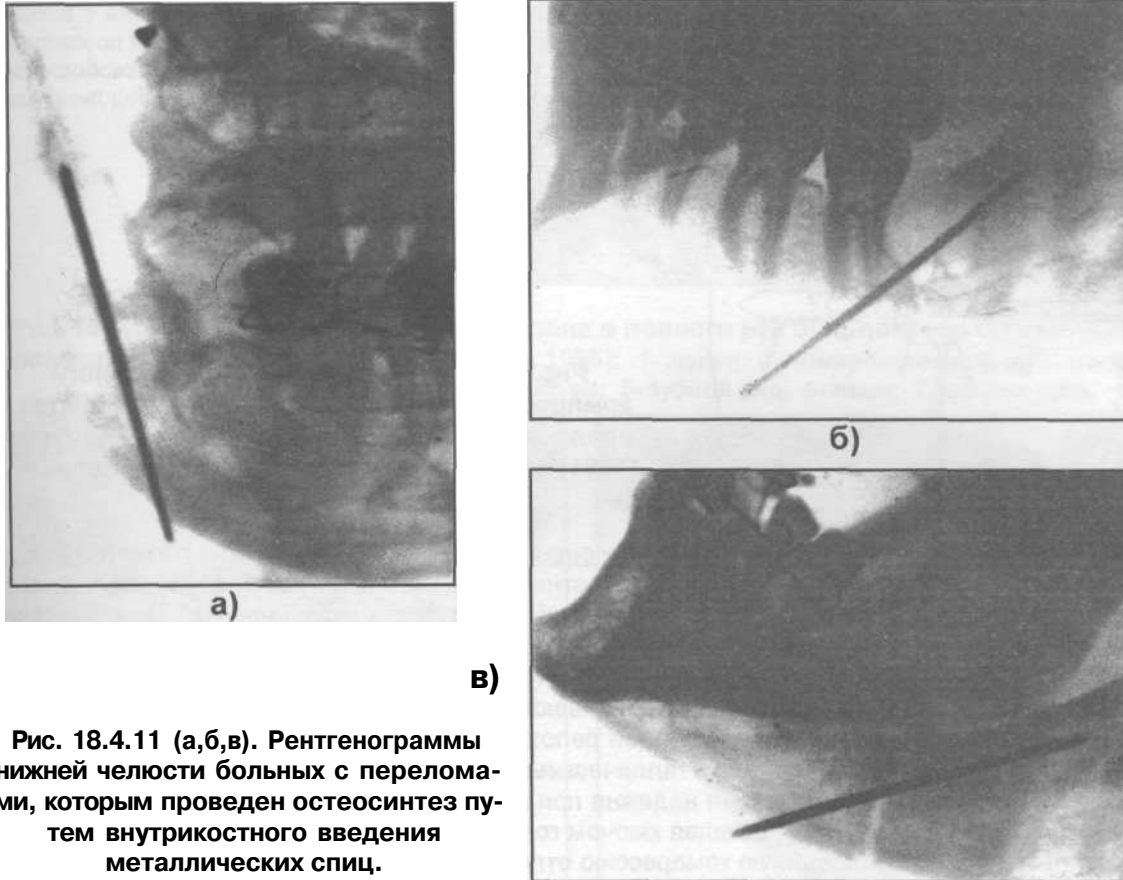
(а,б,в). Рентгенограммы нижней челюсти больных с переломами, которым проведен остеосинтез путем внутрикостного введения металлических спиц.
